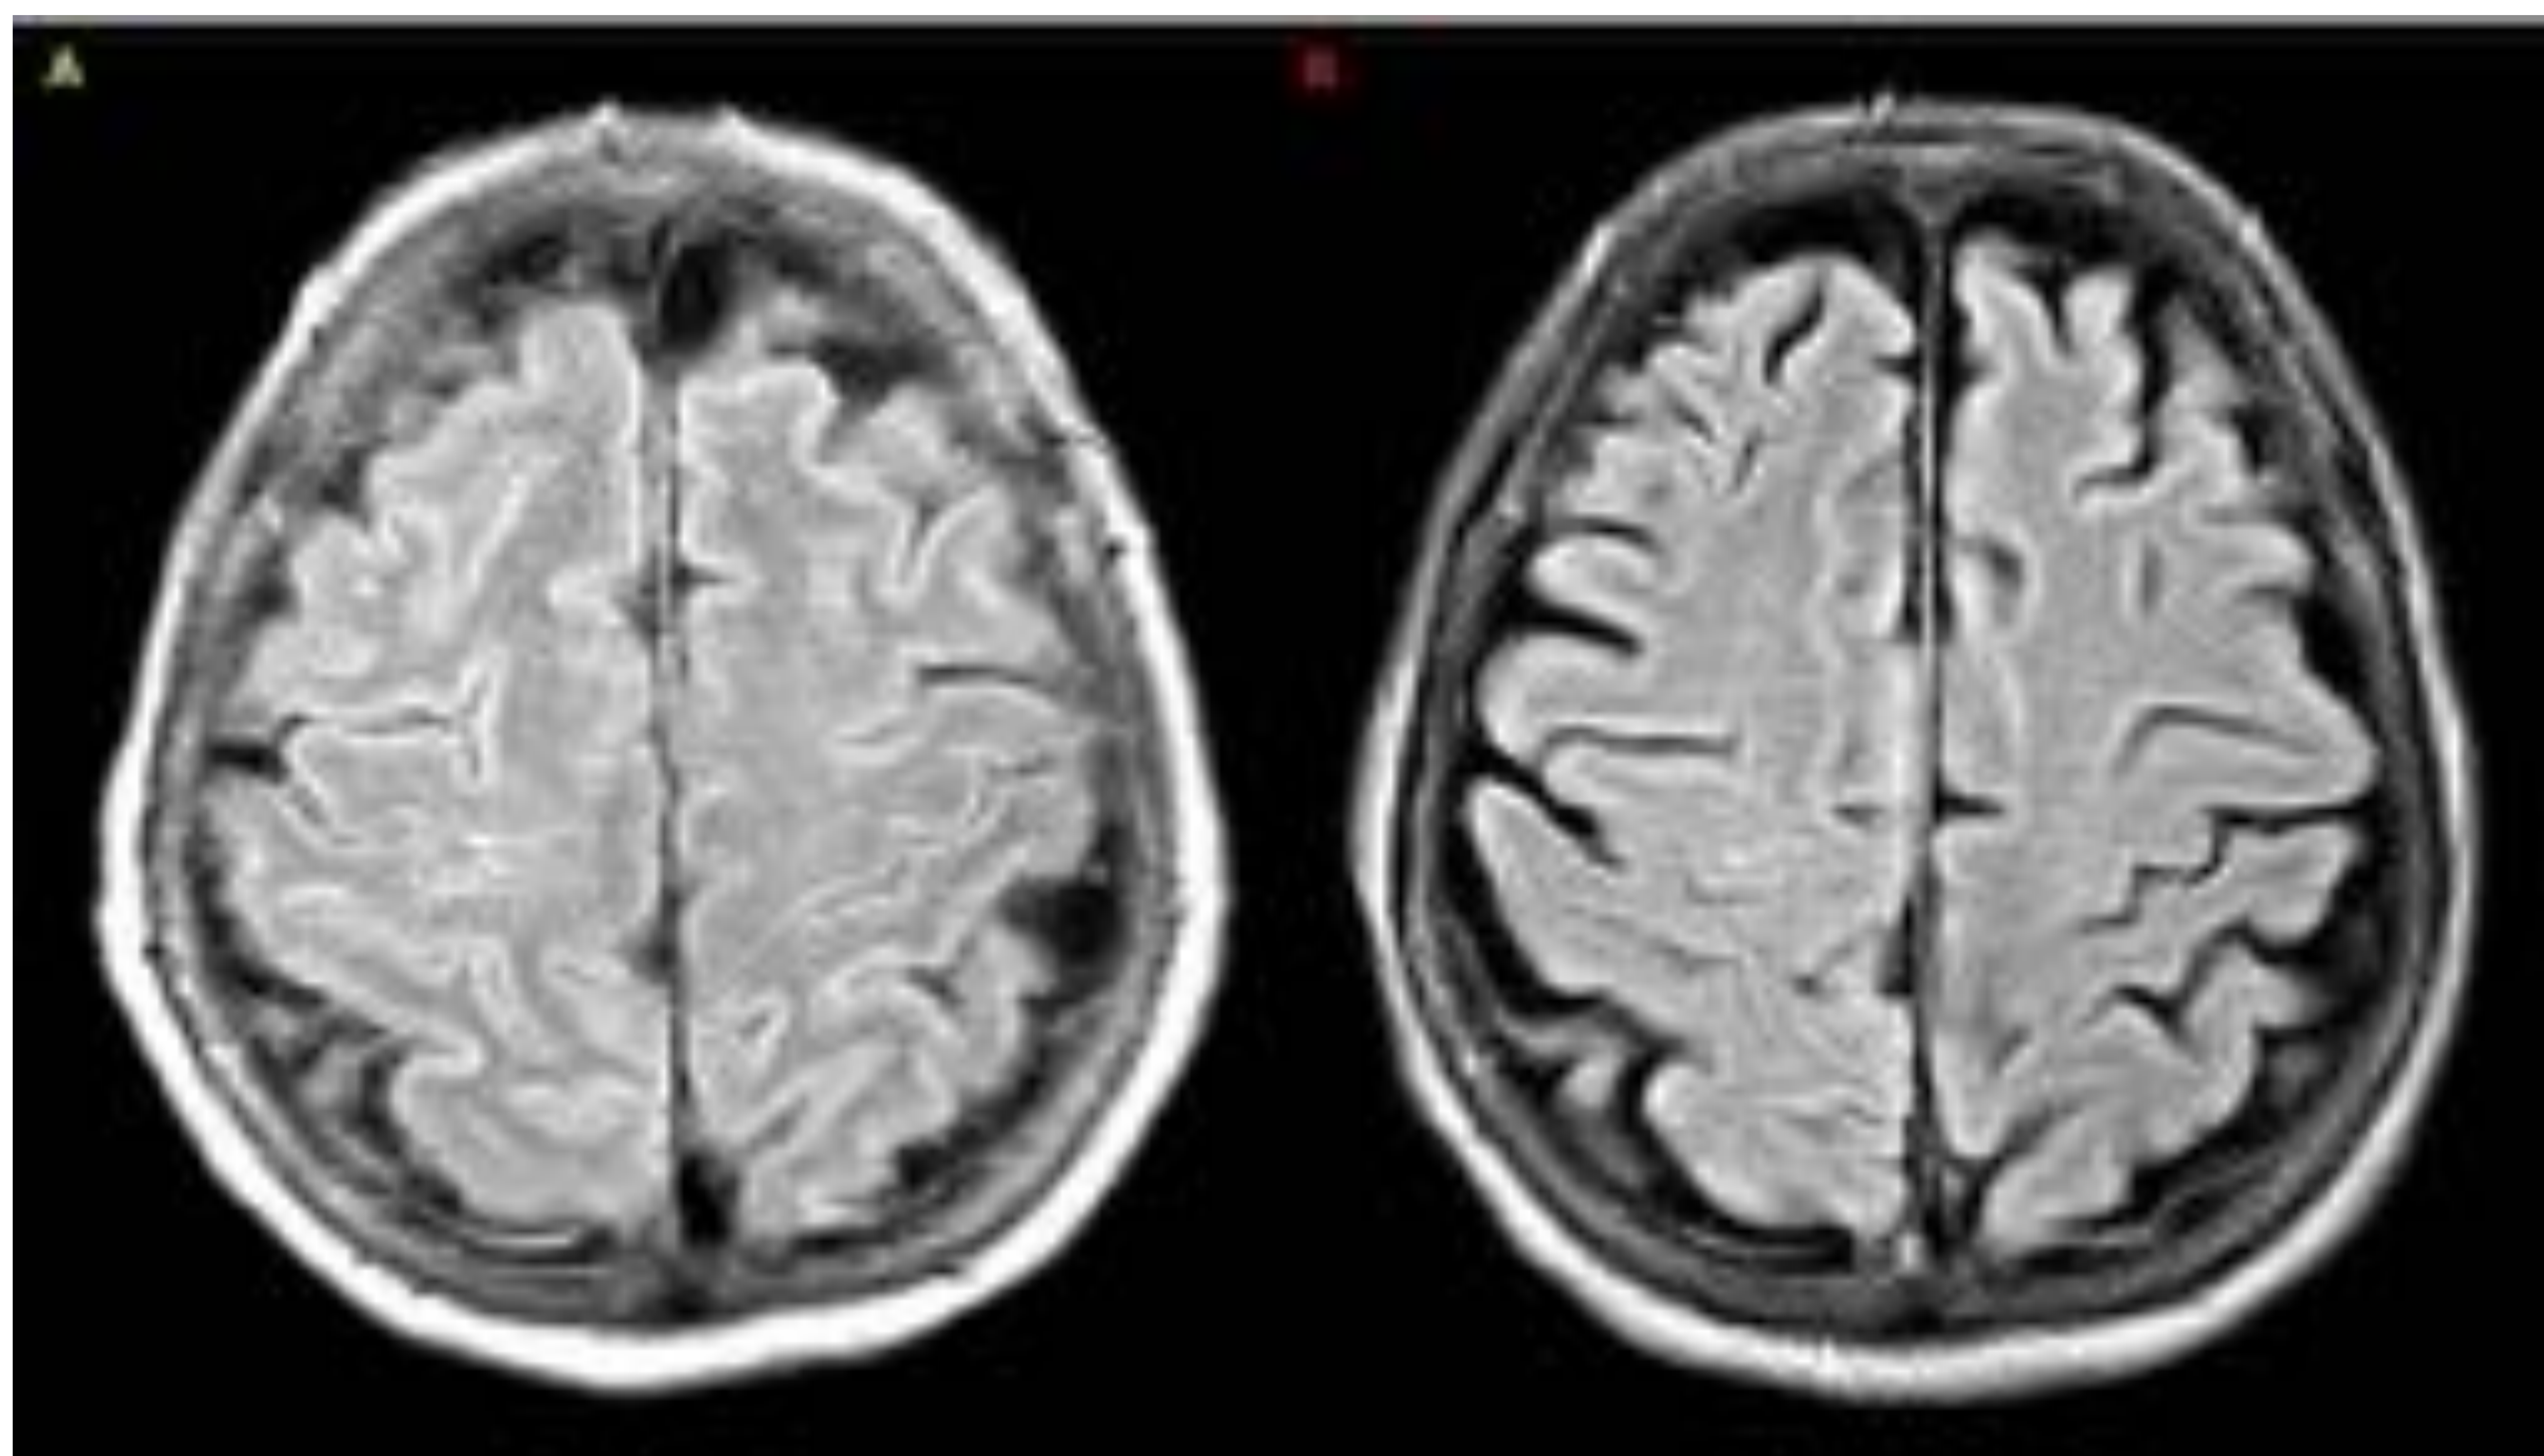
Artefacto por oxigenoterapia. Paciente que estaba recibiendo tratamiento con oxígeno suplementario. En la secuencia FLAIR (A) se observa un aumento muy tenue y difuso de la intensidad del LCR en los surcos de la convexidad frontoparietales que desapareció en la RM de control (B).
